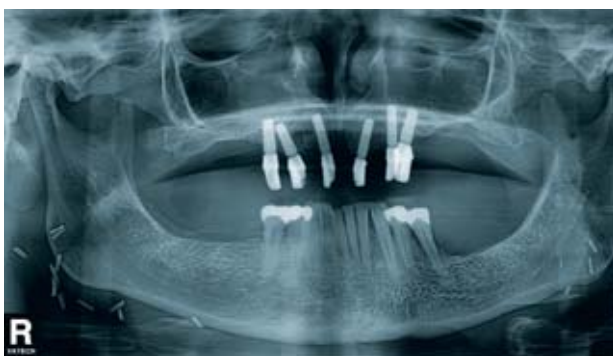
Kontrollröntgenaufnahme (OPTG) nach 2 Jahren.
